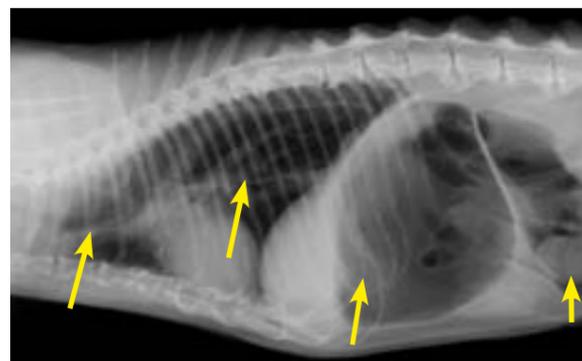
Radiografía de tórax en proyección laterolateral en la que se observa una dilatación marcada por gas del esófago, estómago y duodeno.
